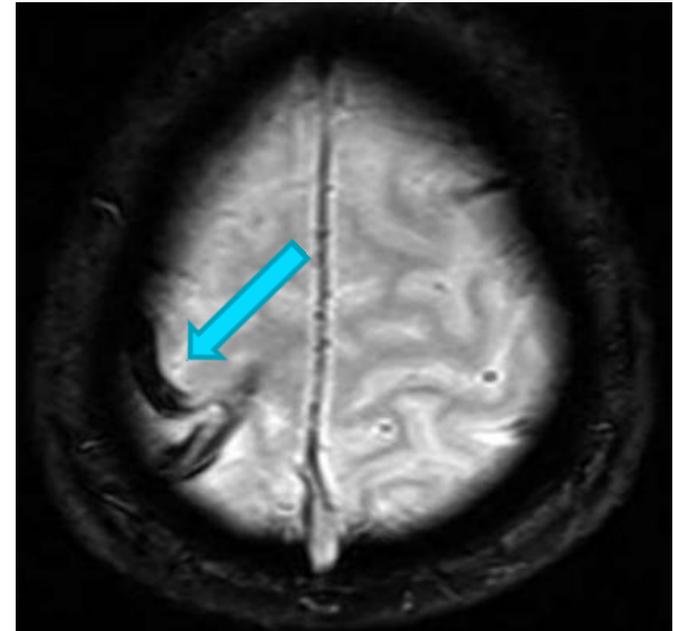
Imagen axial de resonancia magnética en secuencia T2* GRE demuestra marcada hipointensidad por artefacto de susceptibilidad magnética en la vena anastomótica superior derecha (de Trolard).
